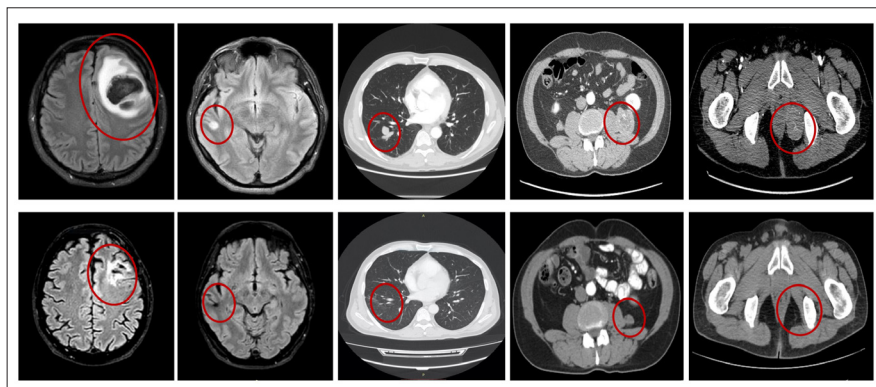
Remissione parziale delle lesioni cerebrali e completa di quelle extracraniche, come evidente dal confronto tra RMN e TAC di Ottobre 2019 (in alto) e Luglio 2021 (in basso).
